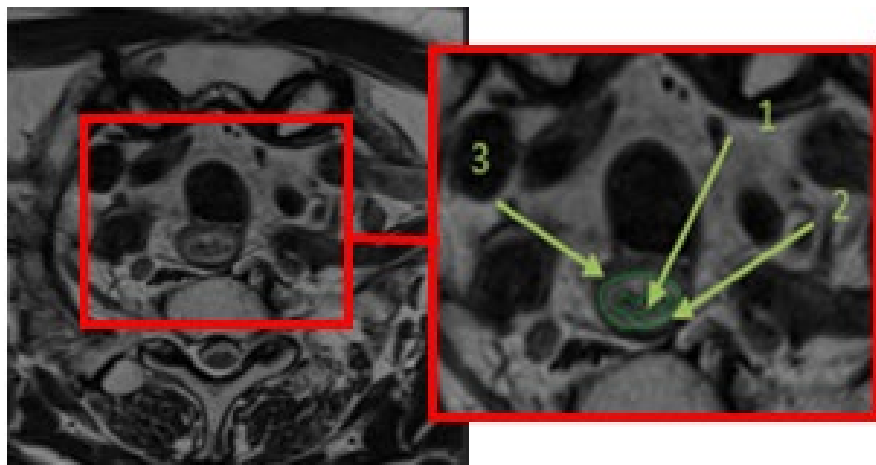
Аксиальная проекция Т2-ВИ на уровне верхнегрудного отдела пищевода, выполненный на томографе с индукцией 1,5 Тл:
